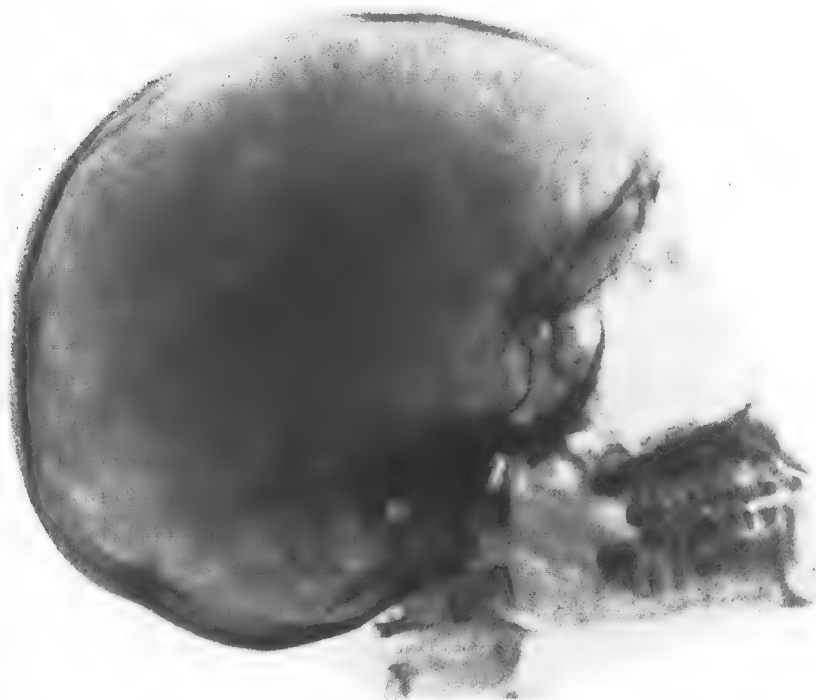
Aspect radiographique de la selle turcique élargie.
